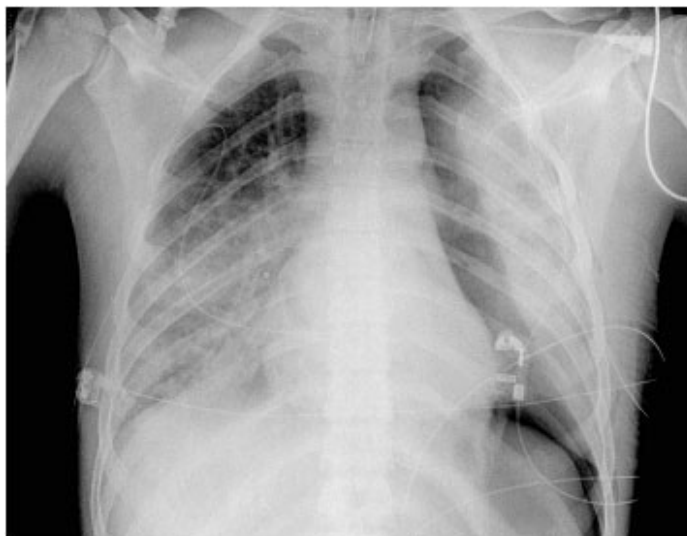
Image radiographique thoracique de face objectivant une opacité alvéolaire bilatérale en faveur d'un SDRA.
